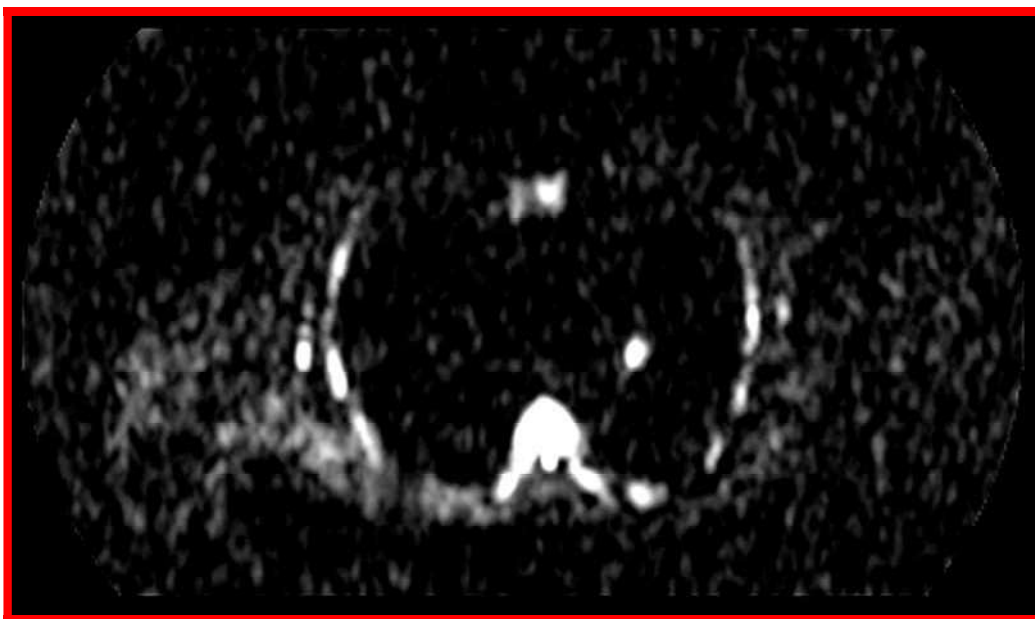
Immagine RM DWIBS nativa acquisita sul piano assiale
